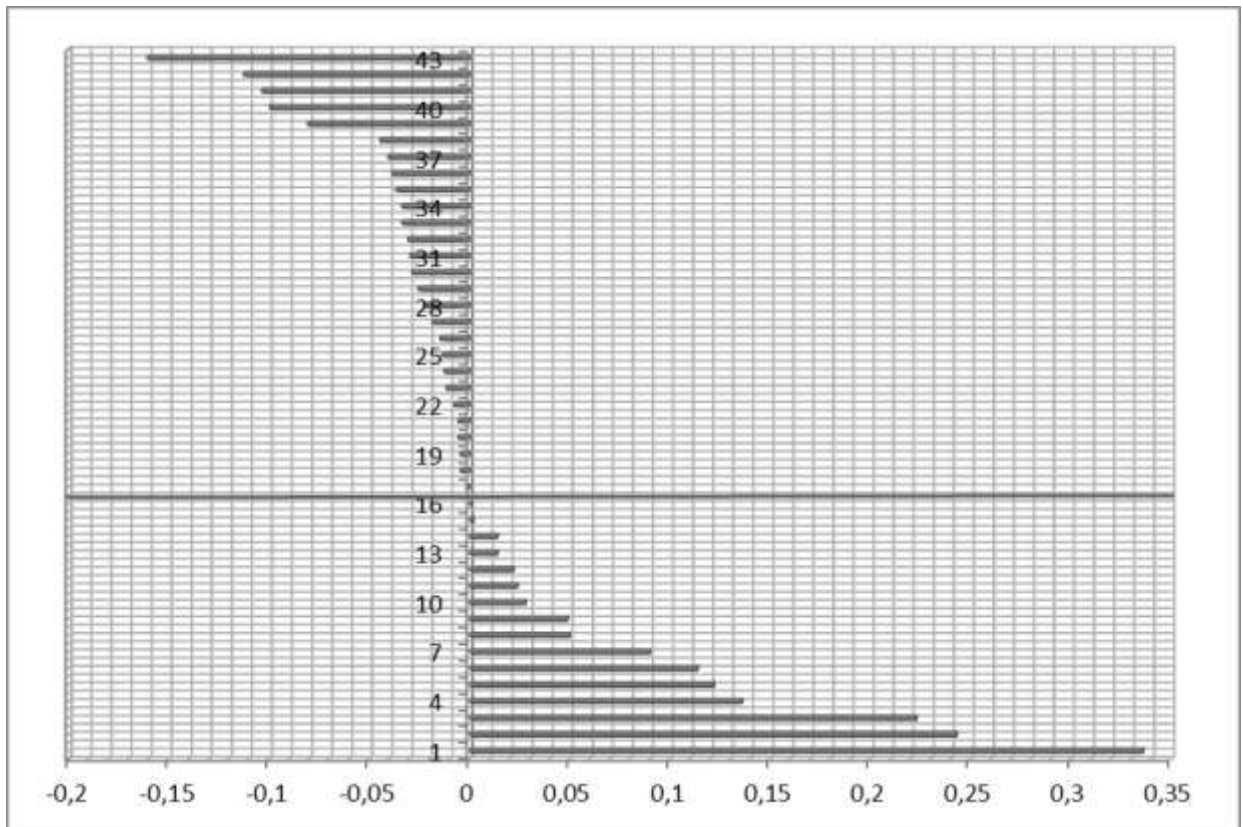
Графическая модель относительной значимости независимых переменных в формировании перелома костей свода черепа (по КТ), составленная на основании стандартизированных коэффициентов регрессии (Beta). Серой линией обозначена граница положительных и отрицательных значений коэффициента
